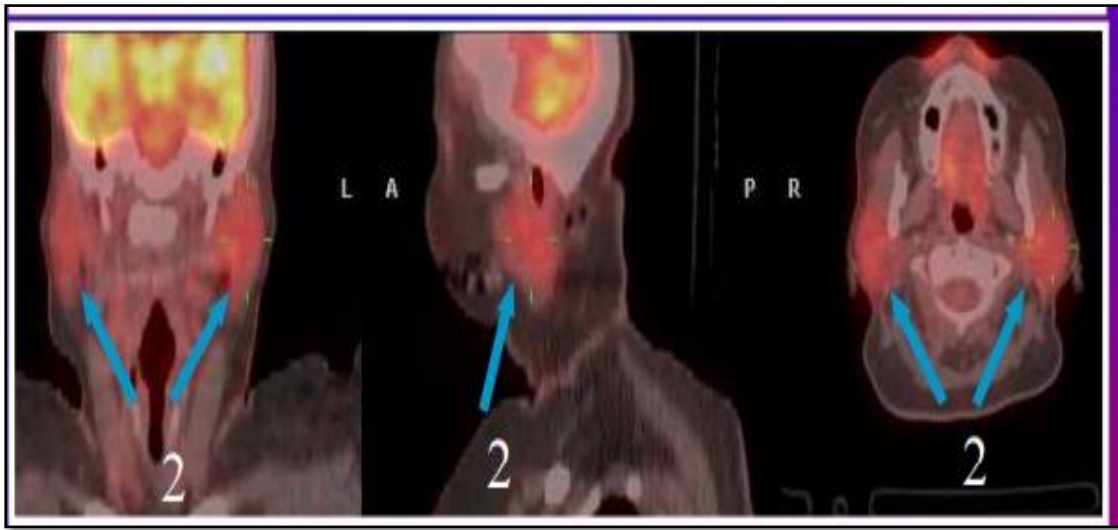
montrant la fixation normal de la glande parotide en scintigraphie [95]
